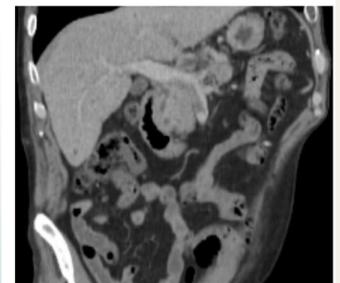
TC abdominal con contraste de nuestro paciente que muestra trombo periportal en el debut.
